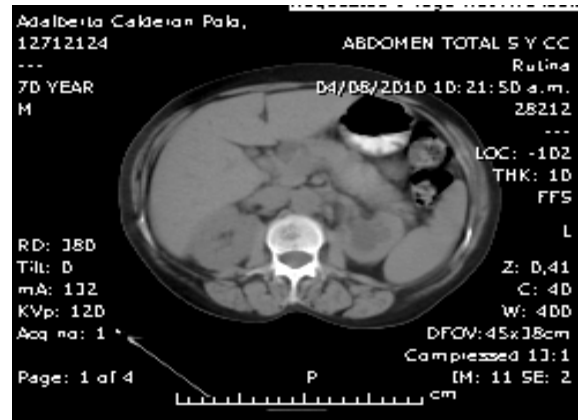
TC de abdomen total.
